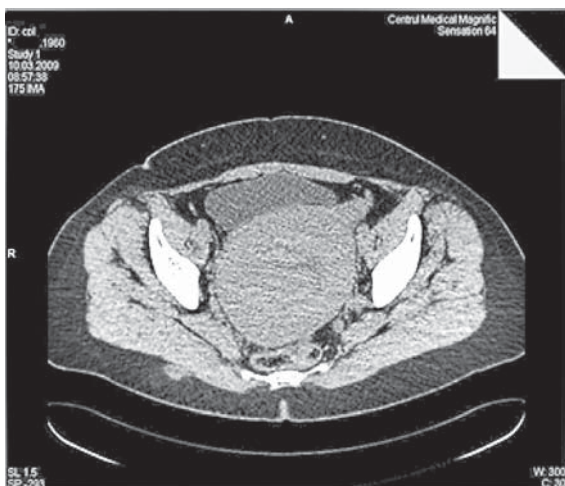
Tomografie computerizată: În cavitatea abdominală formațiune solidă (caz propriu).
